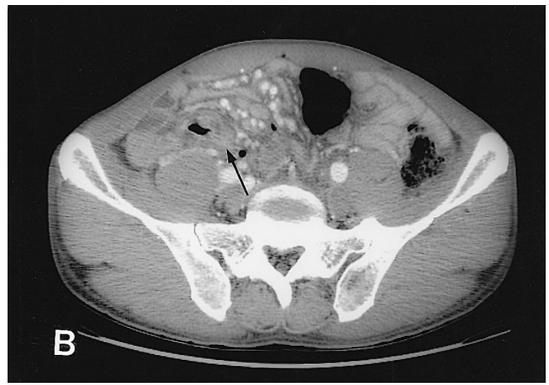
Abdominal CT scan showed that it revealed ill defined recurrent mass lesion of the anastomotic site, hydronephrosis due to ureteral obstruction (A). Also soft tissue was infiltrated along the omentum, small bowel loop and mesocolon, more marked on right side and small sized multiple lymph nodes were scattered (B).
